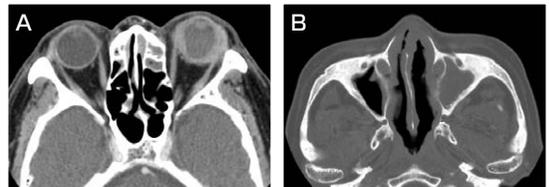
造影頭部CT，異なるスライスレベル(A, B) 左強膜は著明な造影効果を認める。左副鼻腔炎を認める。
